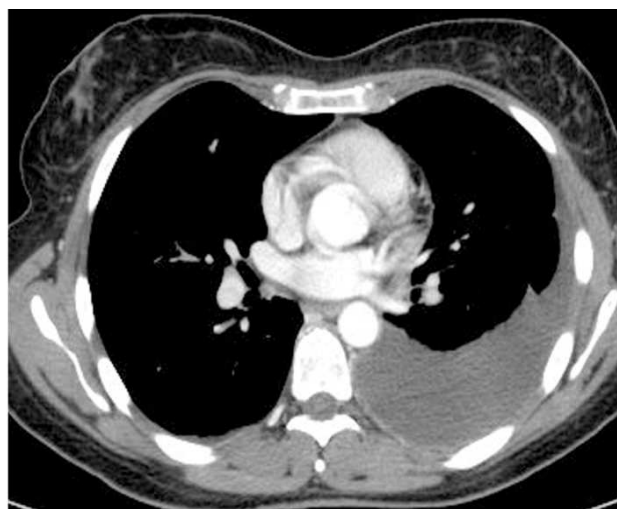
TC de tórax. Derrame pleural izquierdo.
